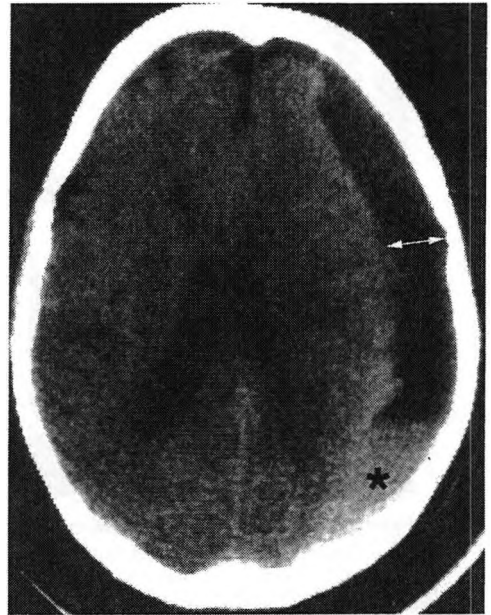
Hematoma subdural crónico visualizado en la TAC cerebral como lente biconvexa hipodensa (línea) e hiperdensa (asterisco).
